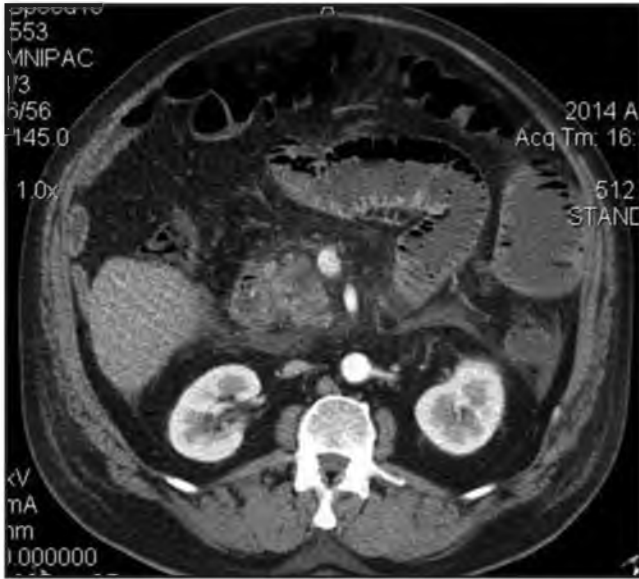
КТ с внутривенным болюсным контрастированием. В паренхиматозную фазу на аксиальной томограмме определяются признаки паралитической кишечной непроходимости, вызванной острым панкреатитом (видна головка поджелудочной железы с явлениями некроза и инфильтрация парапанкреатической клетчатки. Расширенные петли кишки отличаются характерной поперечной зазубренностью контуров, содержат жидкостное содержимое с уровнями).
